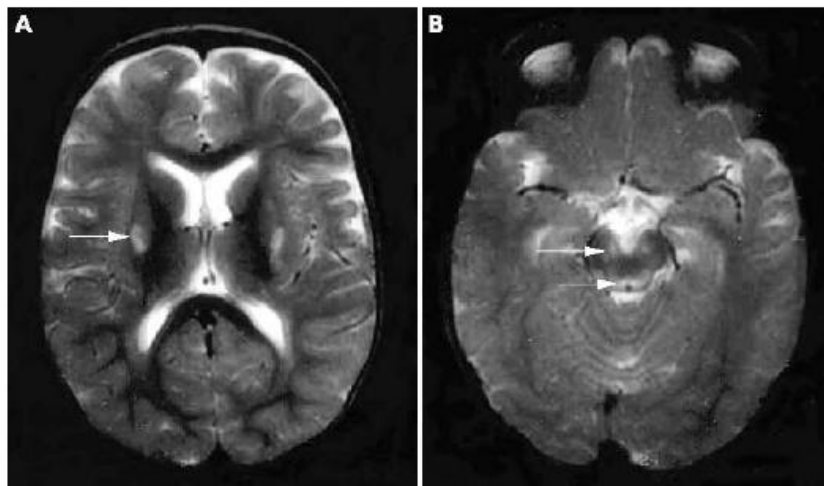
RMN de paciente diagnosticado de Síndrome de Leigh. Presenta lesiones bilaterales y simétricas en el putamen, pedúnculos cerebrales y alrededor del acueducto ⁽¹³⁾.
